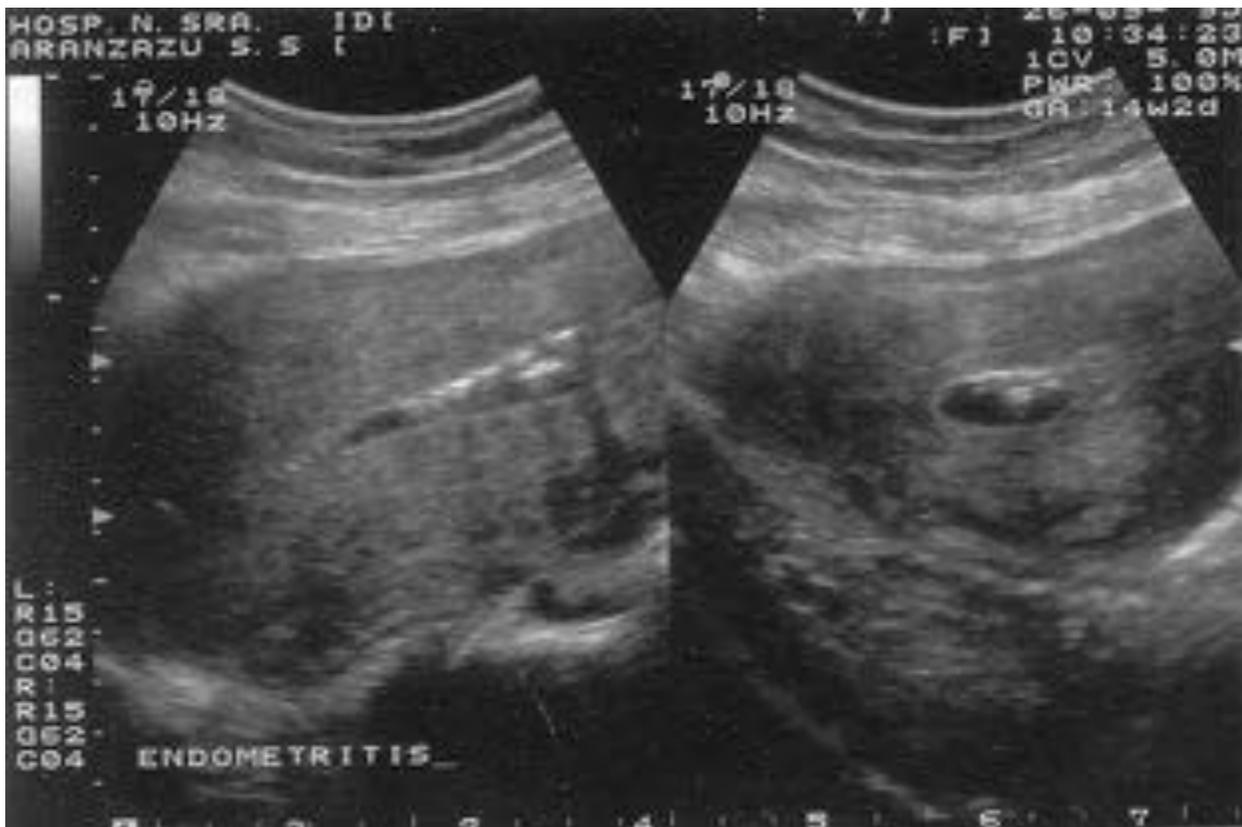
Fig 20. Imagen de ecografía que muestra presencia de líquido y gas en cavidad endometrial.
